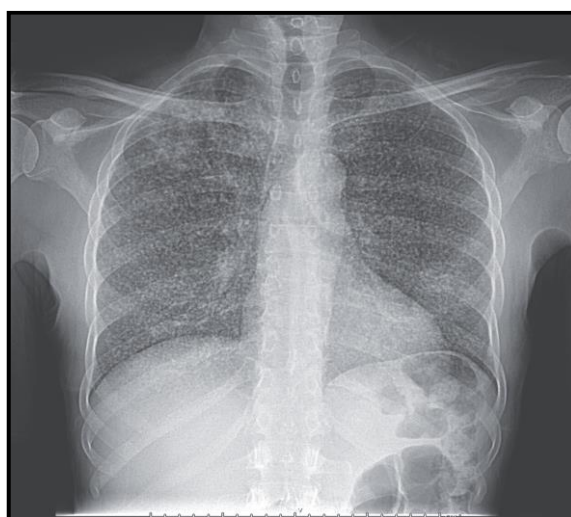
Radiographie thoracique révèle de nombreux nodules de taille uniforme diffus dans les deux champs pulmonaires, aspect évocateur d'une tuberculose miliaire.[48]
